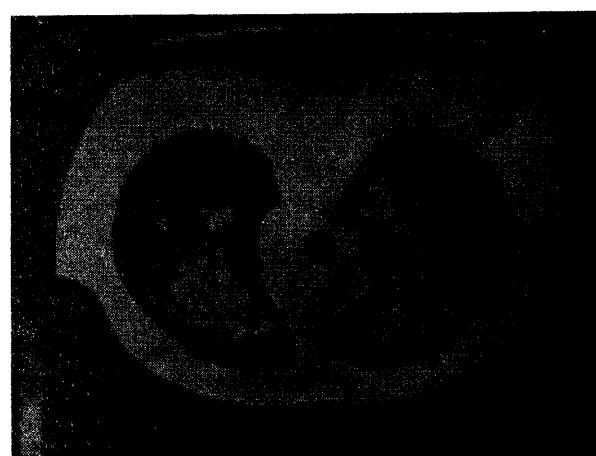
Toraks BT'de, her iki akciğer alt zon posterior kesimlerde daha belirgin yaygın buzlu cam görünümlü ve yer yer yamalı tarzda alveoler infiltrasyon alanları izlenmektedir.
